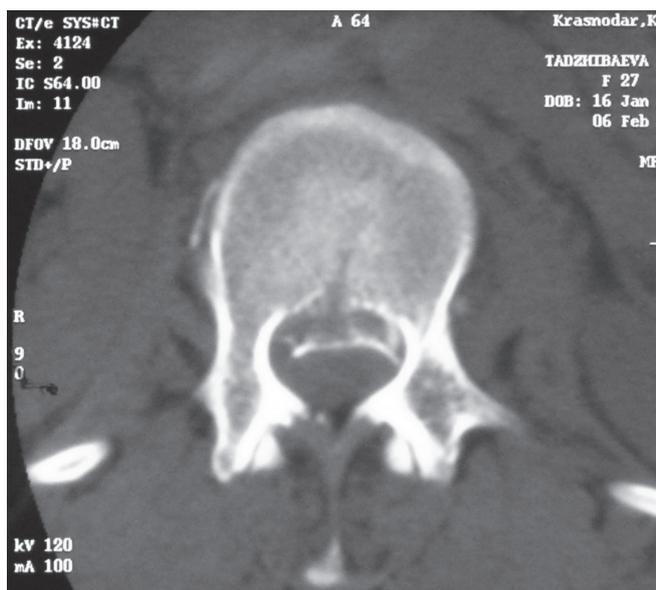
МРТ и КТ больной Т., 45 лет, после полученной травмы.
